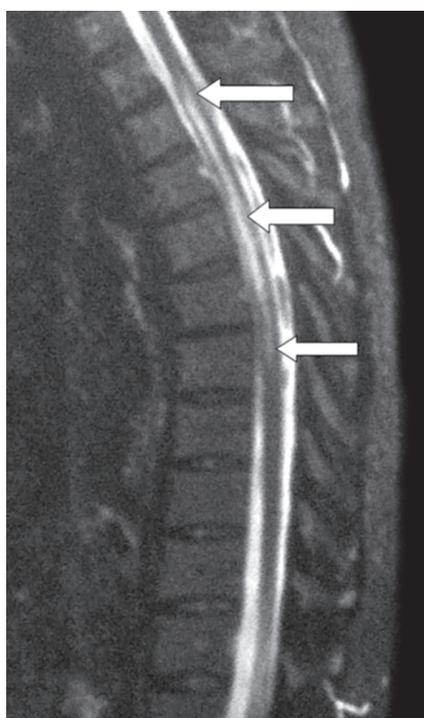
МР-томограмма спинного мозга. В T2-взвешенном изображении определяется очаг гиперинтенсивного сигнала на уровне Th (обозначен белыми стрелками).
